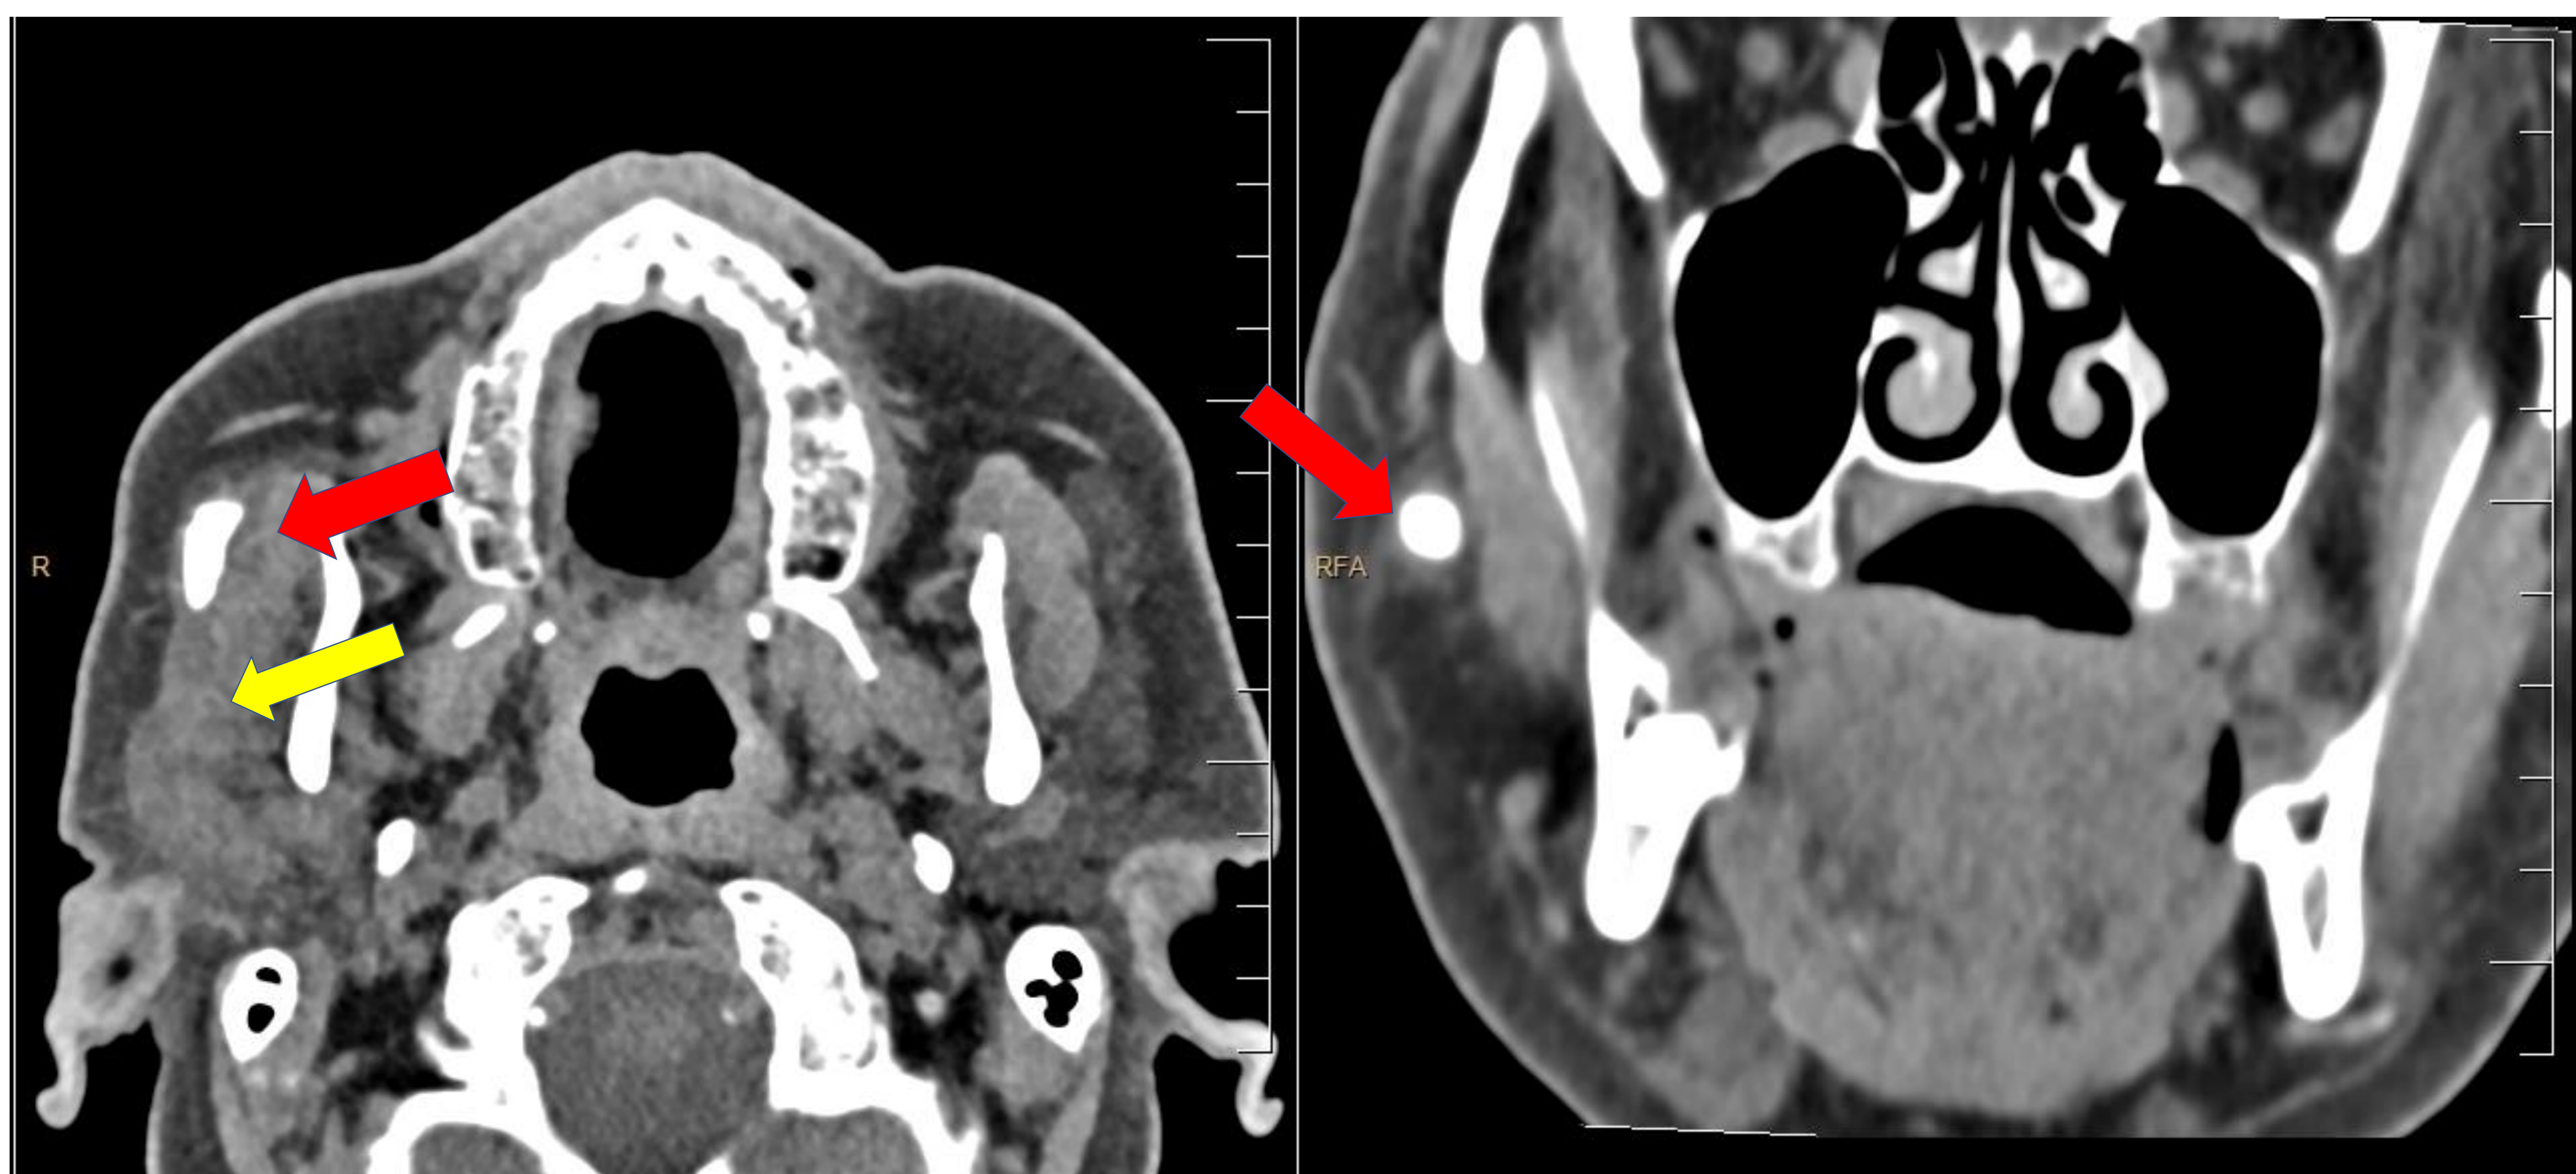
TC craneal, corte axial (a), y coronal (b) donde se muestra un sialolito en el conducto parotídeo (flecha roja) con un conducto proximal dilatado (flecha amarilla).
